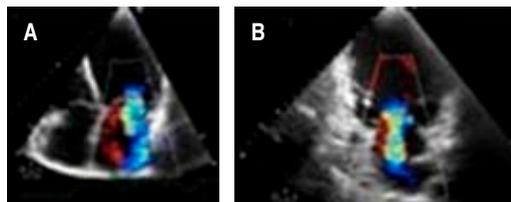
Ecocardiograma transtorácico con Doppler color, se observa insuficiencia mitral grave funcional. A) Aproximación apical 4 cámaras. B) Aproximación apical 2 cámaras.
